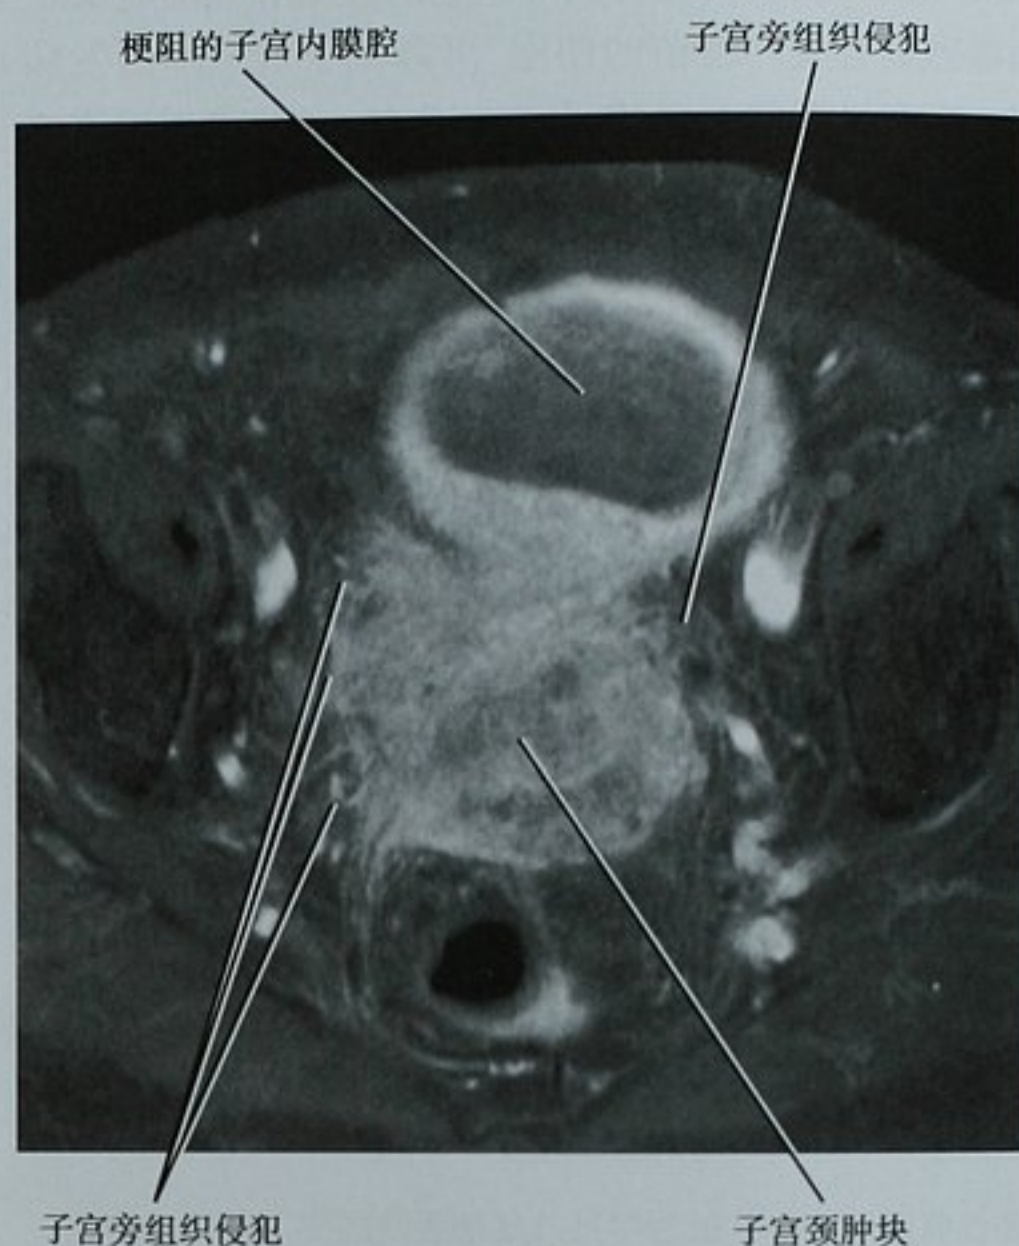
子宫颈癌伴子宫旁组织侵犯的 MRI 图像。横断面脂肪抑制增强 T1 加权图像显示宫颈肿块伴子宫内腔的扩大。边界不清的软组织病灶延伸到子宫旁组织,达到盆腔右侧壁,符合ⅢB期
